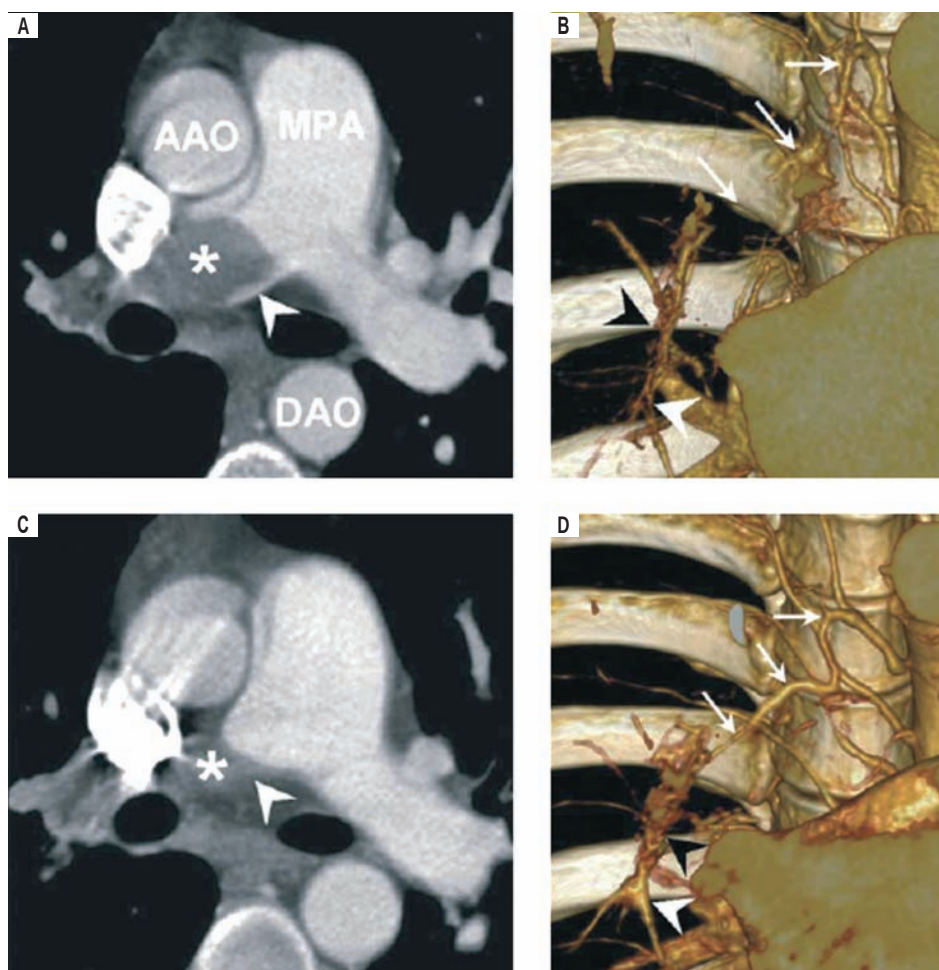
А — по данным компьютерно-томографической ангиопульмонографии показана полная обструкция правой центральной легочной артерии из-за острой эмболии (\*); В — на изображении слоя с объемным рендерингом визуализируется бронхиальная артерия нормального размера (стрелки). Дистальные легочные артерии (белая стрелка) небольшого калибра; некоторые мелкие сосуды (черная стрелка) также являются второстепенными коллатеральными; С — по данным компьютерно-томографической ангиопульмонографии в период дальнейшего наблюдения (через 16 мес.) явно визуализируются признаки хронического тромбоэмболического заболевания легких; D — на изображении слоя с объемным рендерингом отмечается гипертрофия правой бронхиальной артерии (стрелки), которая соединяется с сосудами (черная стрелка) и снабжает кровью дистальные легочные артерии (белая стрелка). Примечание: ААО (*ascending aorta*) — восходящая часть аорты; МПА (*main pulmonary artery*) — главная легочная артерия; ДАО (*descending aorta*) — нисходящая часть аорты. Воспроизводится с разрешения [124].
